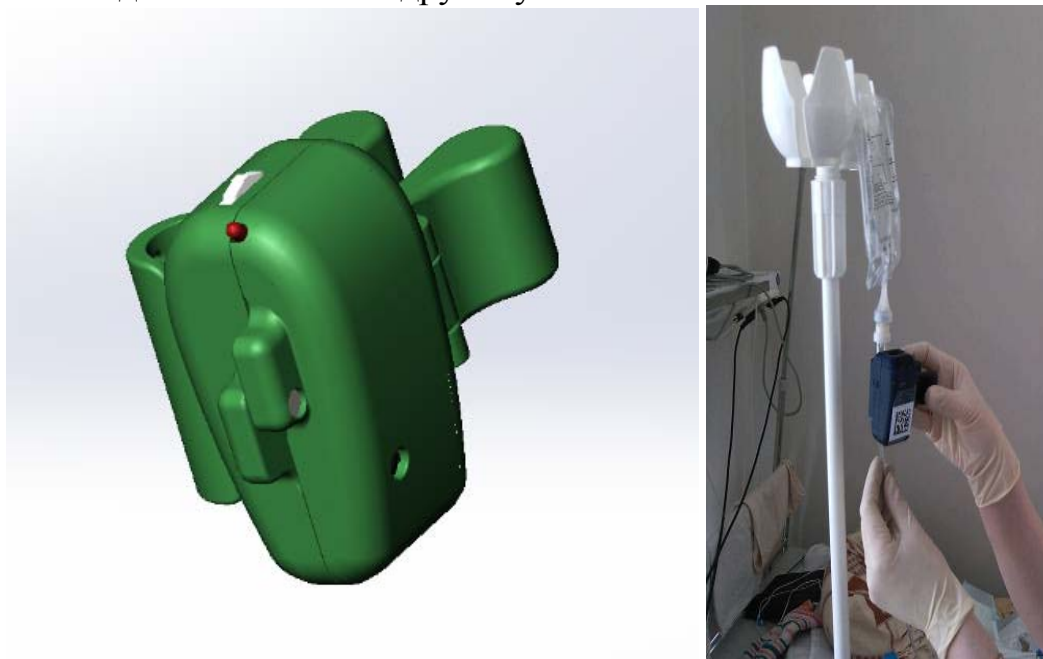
Автономное устройство оптического контроля внутривенной инфузии
